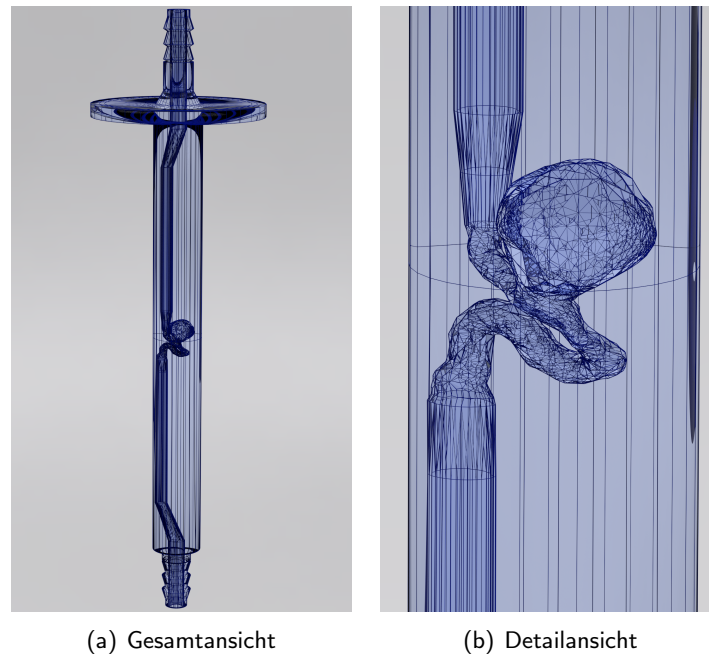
Modell E: Durchsichtiges Rendering eines 3D-Aneurysma-Modells, für das ein reales menschliches Aneurysma als 3D-Druckvorlage dient. Oben und unten existieren jeweils zwei Anschlüsse für Silikonschläuche, das Innere ist hohl. In der Mitte des Röhrchens befindet sich das zu durchströmende Gebiet, welches genau innerhalb der Sende- und Empfangseinheit des Tomographen liegt. Die Verbreiterung oben dient als Halterung für den 3D-Druck im Tomographen. (a) Gesamtansicht. (b) Detailansicht.*
